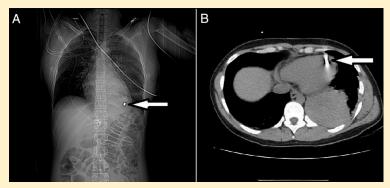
Las flechas señalan la presencia de un cuerpo extraño en el ápex del ventrículo izquierdo (VI) (A: radiografía de tórax) y la perforación del VI por el proyectil (B: TAC de tórax).(Souaf Khalafi S)
